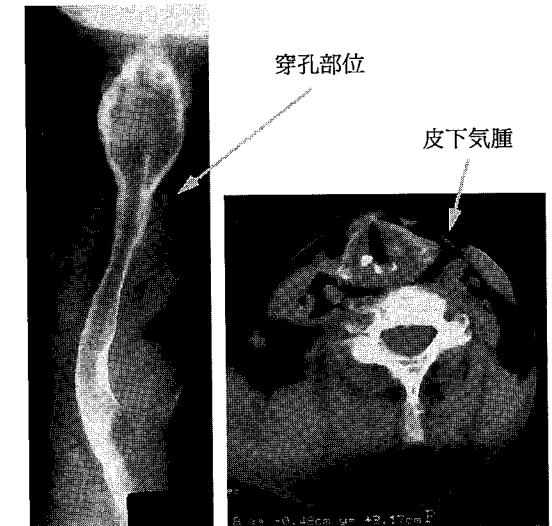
症例2 翌日の食道造影及びCT食道造影では造影剤の漏出を認め，CTでは頸部皮下気腫を認める。
